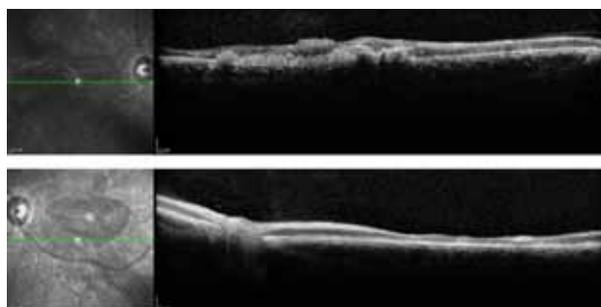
Tomografía óptica coherente: a) ojo derecho: desorganización de todas las capas de la retina, característico de isquemia coroidea y retiniana b) ojo izquierdo: interrupción de la capa de fotorreceptores, hiperreflectividad en retina neurosensorial.
